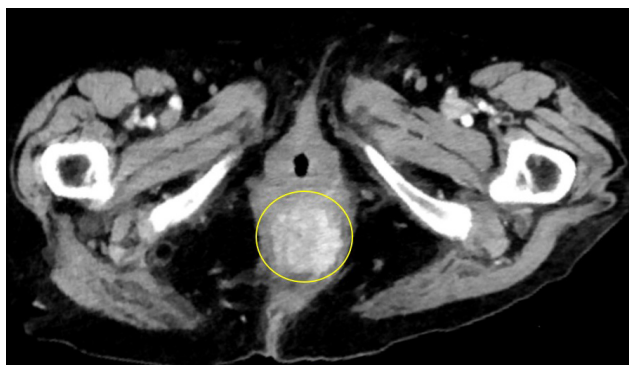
Tomografía computarizada pelviana. Cáncer del ano avanzado ocupando todo el conducto anal.
